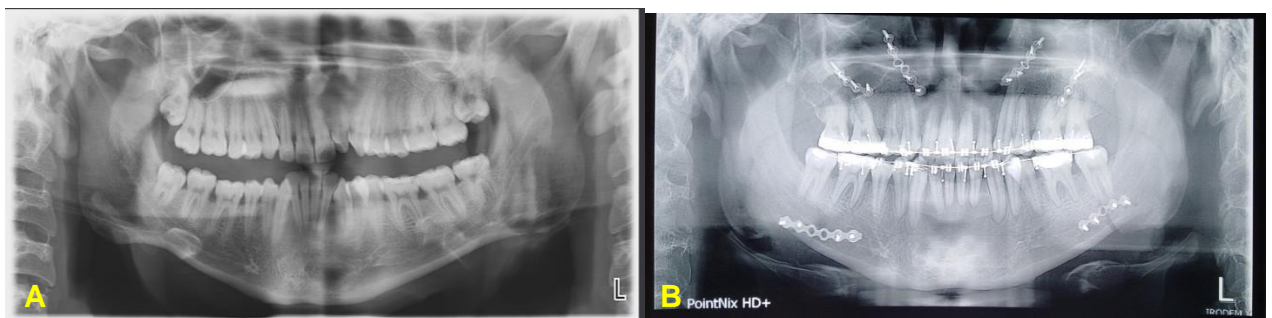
Radiografía Panorámica Pre Operatorio (A) y Post Operatorio (B).
